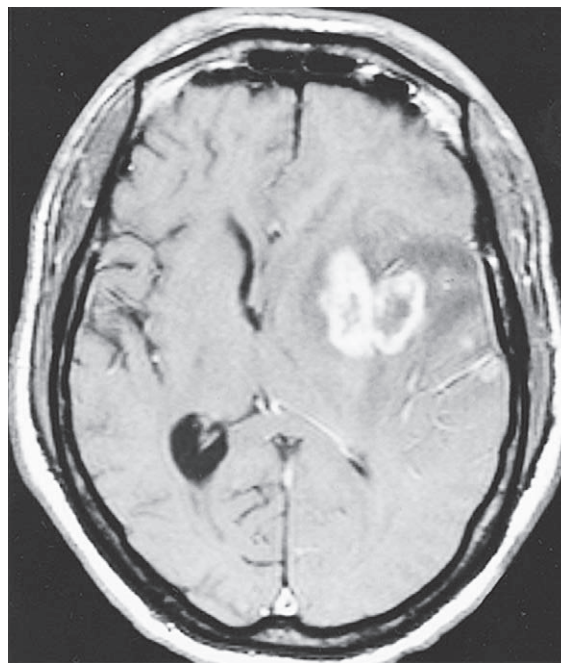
Tuberculoma profundo de un hemisferio en un emigrante del Caribe que llegó a Estados Unidos. Este tumor evolucionaba desde el punto de vista clínico, y aparece en la MRI intensificada con gadolinio como un tumor encefálico maligno primario.
